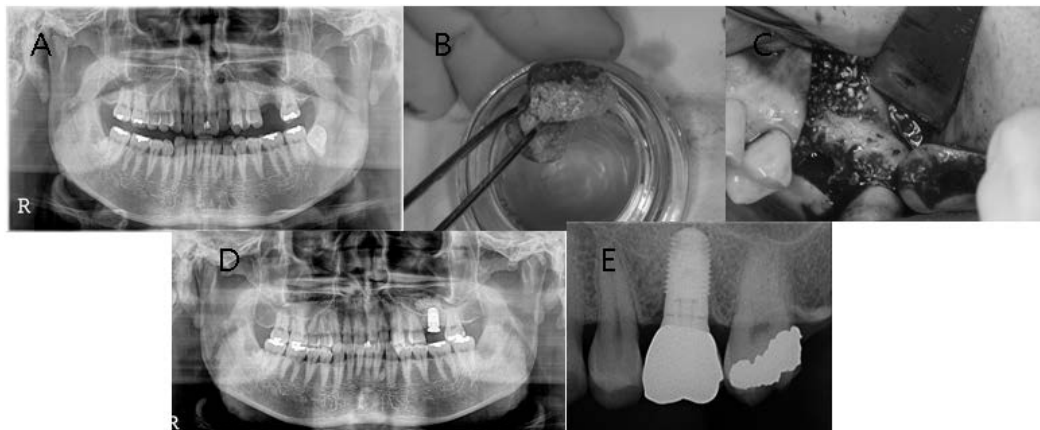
Sinus bone graft using AutoBT powder and PRP and simultaneous implant placement at #26 area. (A) Preoperative panoramic radiograph, (B) AutoBT powders and PRP gel. (C) Sinus bone graft. (D) Postoperative panoramic radiograph. (E) Periapical radiograph 40 months after prosthetic loading.
